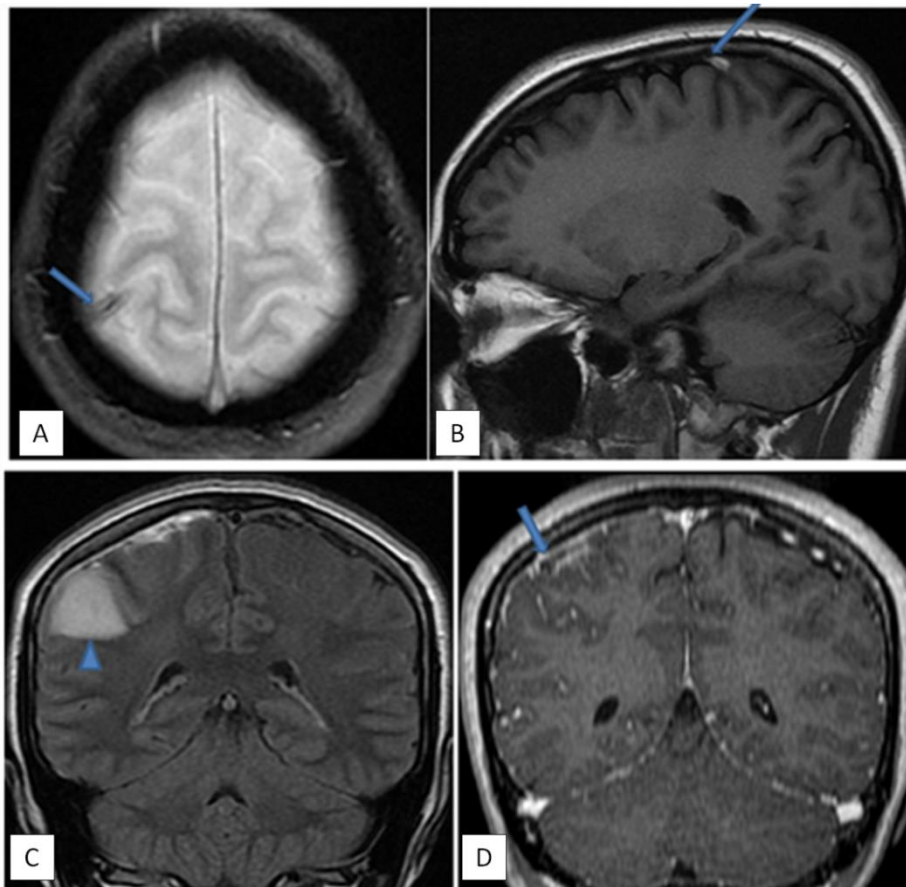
L'IRM cérébrale montre une plage pariétale droite cortico-sous-corticale en hypersignal FLAIR (tête de la flèche bleue : coupe coronale : C) et T2 et en discrète hypersignal en diffusion sans composante hémorragique, avec individualisation en surface d'une structure veineuse corticale (flèches bleues) en hyposignal T2* (coupe axiale : A), en hypersignal T1 (coupe sagittale : B) et non rehaussée après injection du gadolinium (coupe coronale : D).
